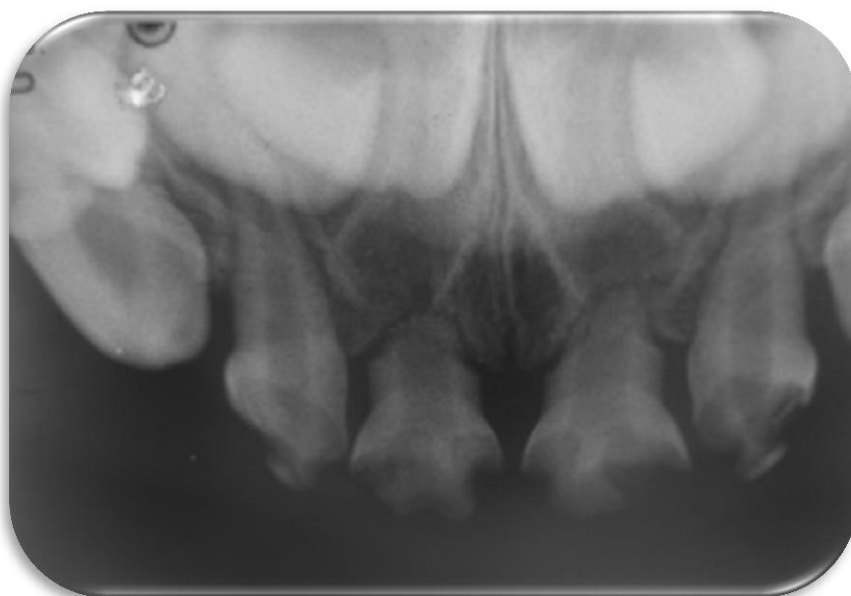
Radiografía Periapical Piezas 52,51,61 y 62.
